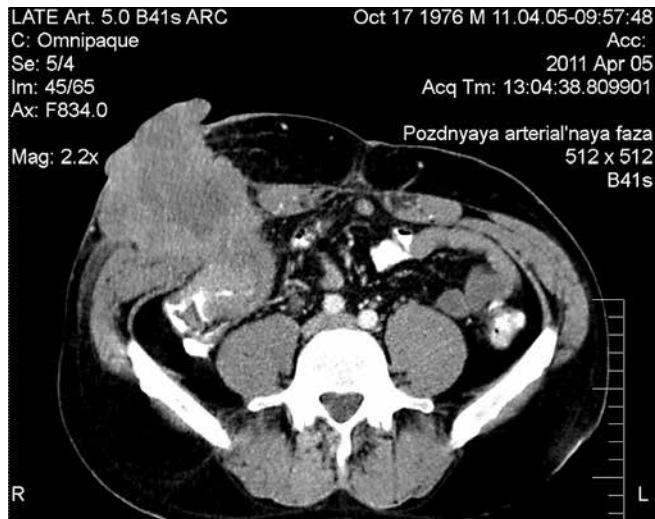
КТ живота пациента Е. до начала лечения
